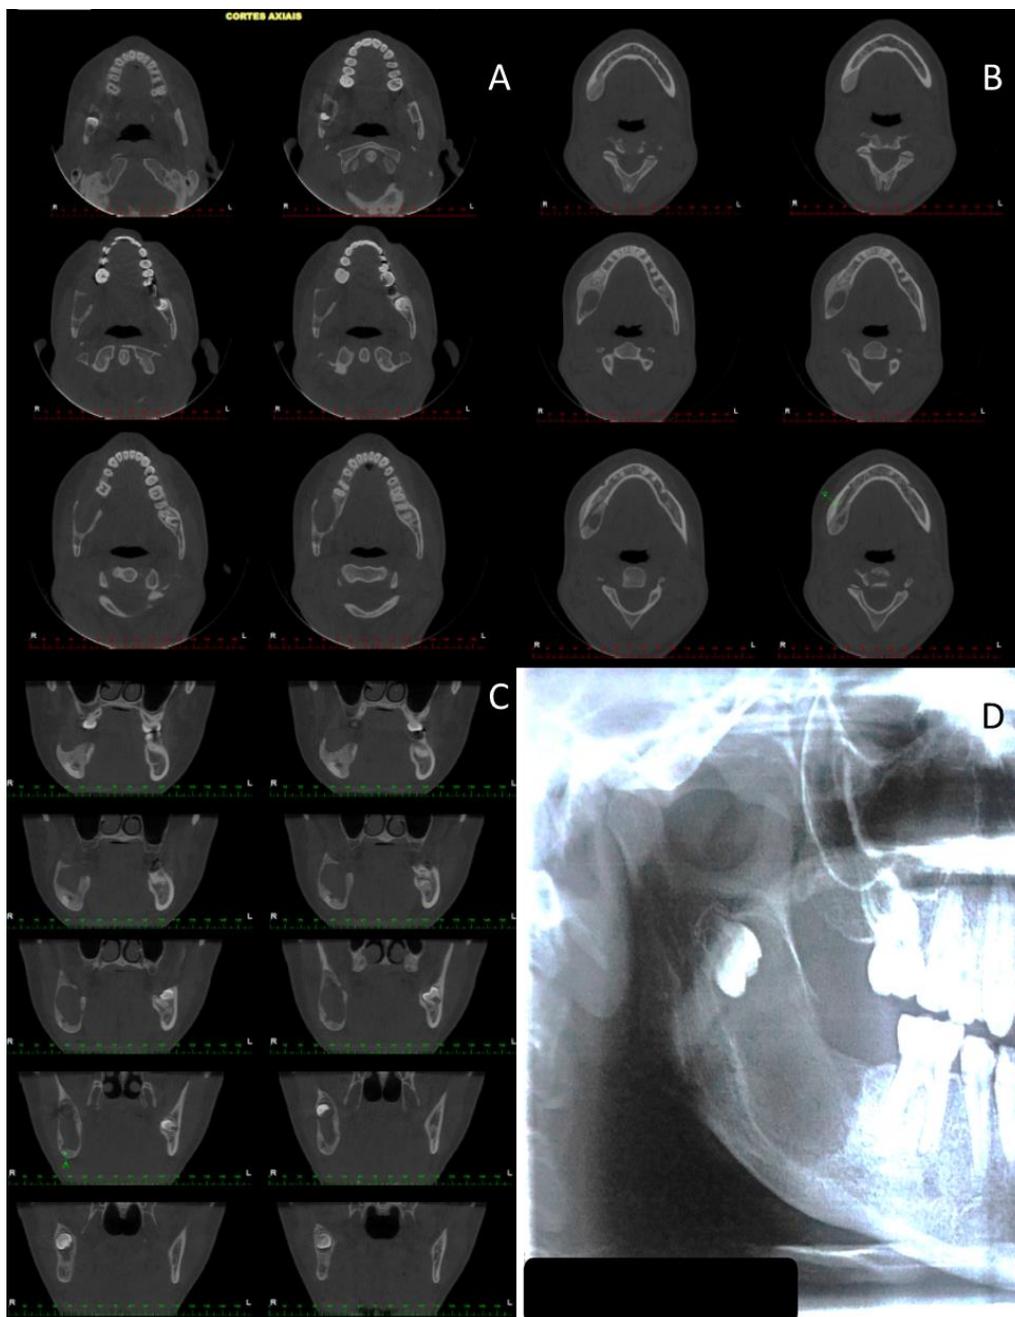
Tomografia Cone Bean.
